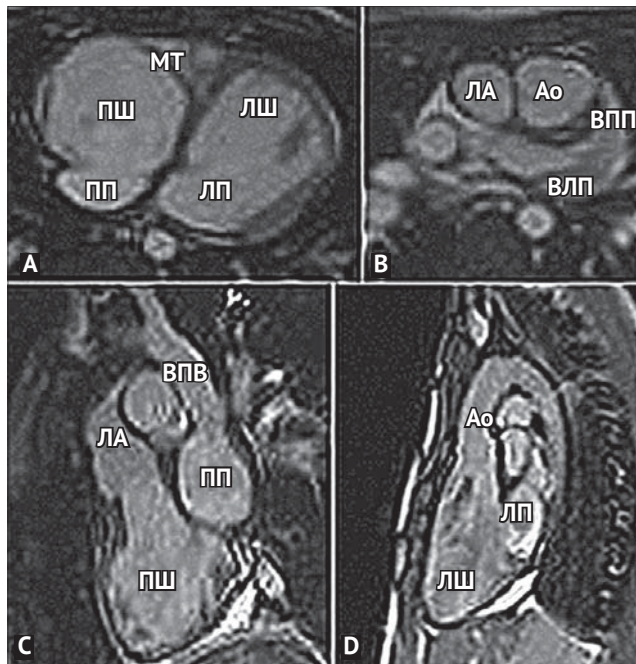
МРТ серця, 4-камерна позиція (А), мезокардія, атріовентрикулярна конкордатність, ліві відділи серця розташовані зліва, праві – справа. Юстапозиція вушок зліва, аорта розташована справа від легеневої артерії (В). Легенева артерія відходить від морфологічно правого шлуночка, наявний трикуспідально-легеневий контакт (С). Аорта відходить від морфологічно лівого шлуночка, розташованого зліва, наявний мітрально-аортальний контакт (D)
